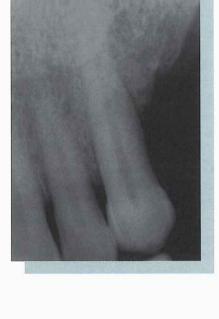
Caso 4: Cambio de pronóstico de un canino superior derecho mediante el empleo de Emdogain® (radiografía inicial y a los 12 meses de la intervención).
